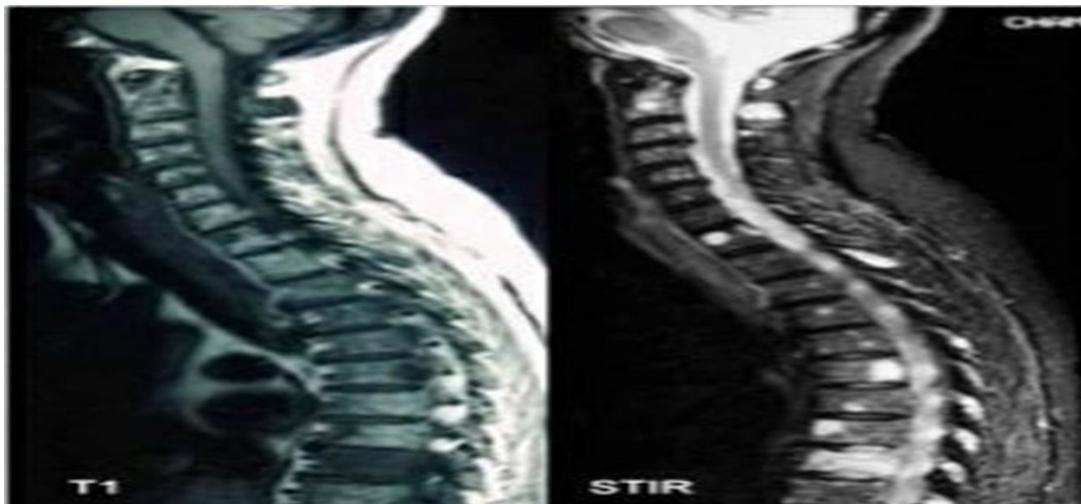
IRM cervicodorsale ; multiples lésions focales myélomateuses en hypo signal T1 et hyper signal STIR intéressant les corps vertébraux mais également l'arcpostérieur de certaines vertèbres..
